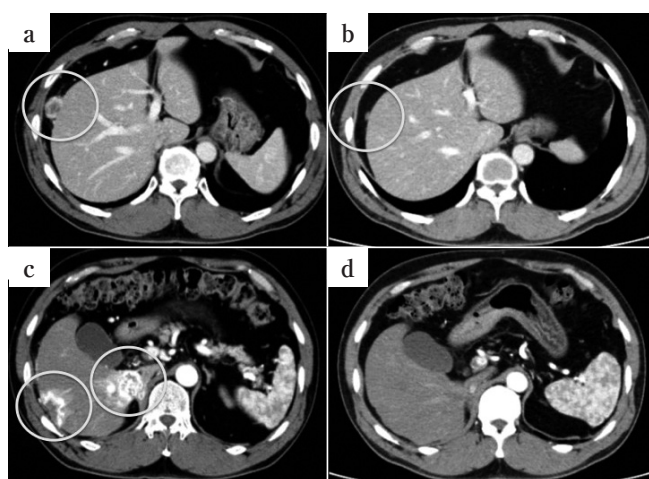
Abdominal CT of patient #2
